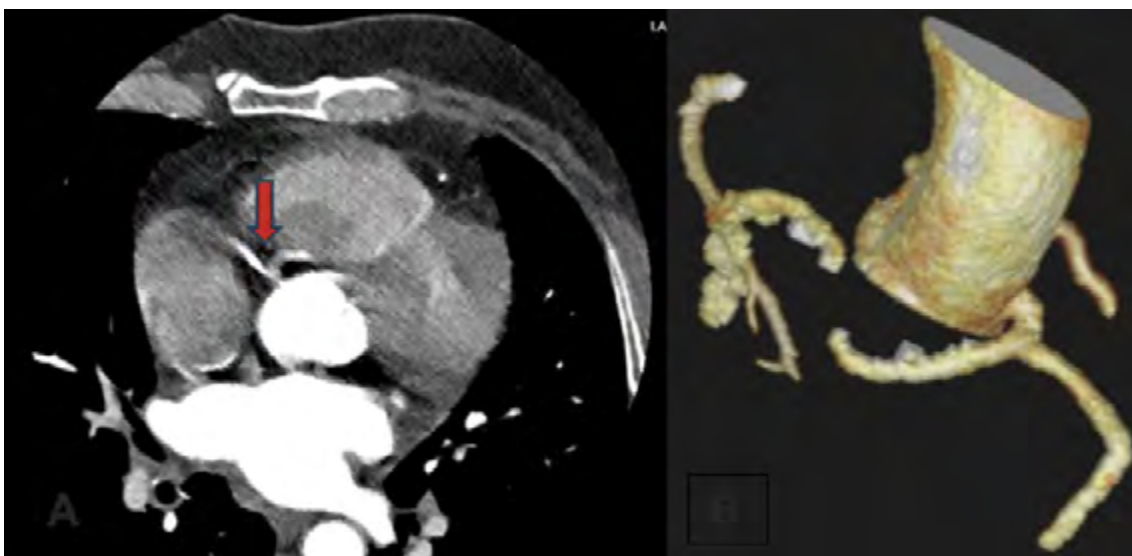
A: tomografía axial computarizada donde se observa origen de arteria circunfleja desde coronaria derecha (flecha). B: reconstrucción 3D observando anomalía coronaria antes descrita.
